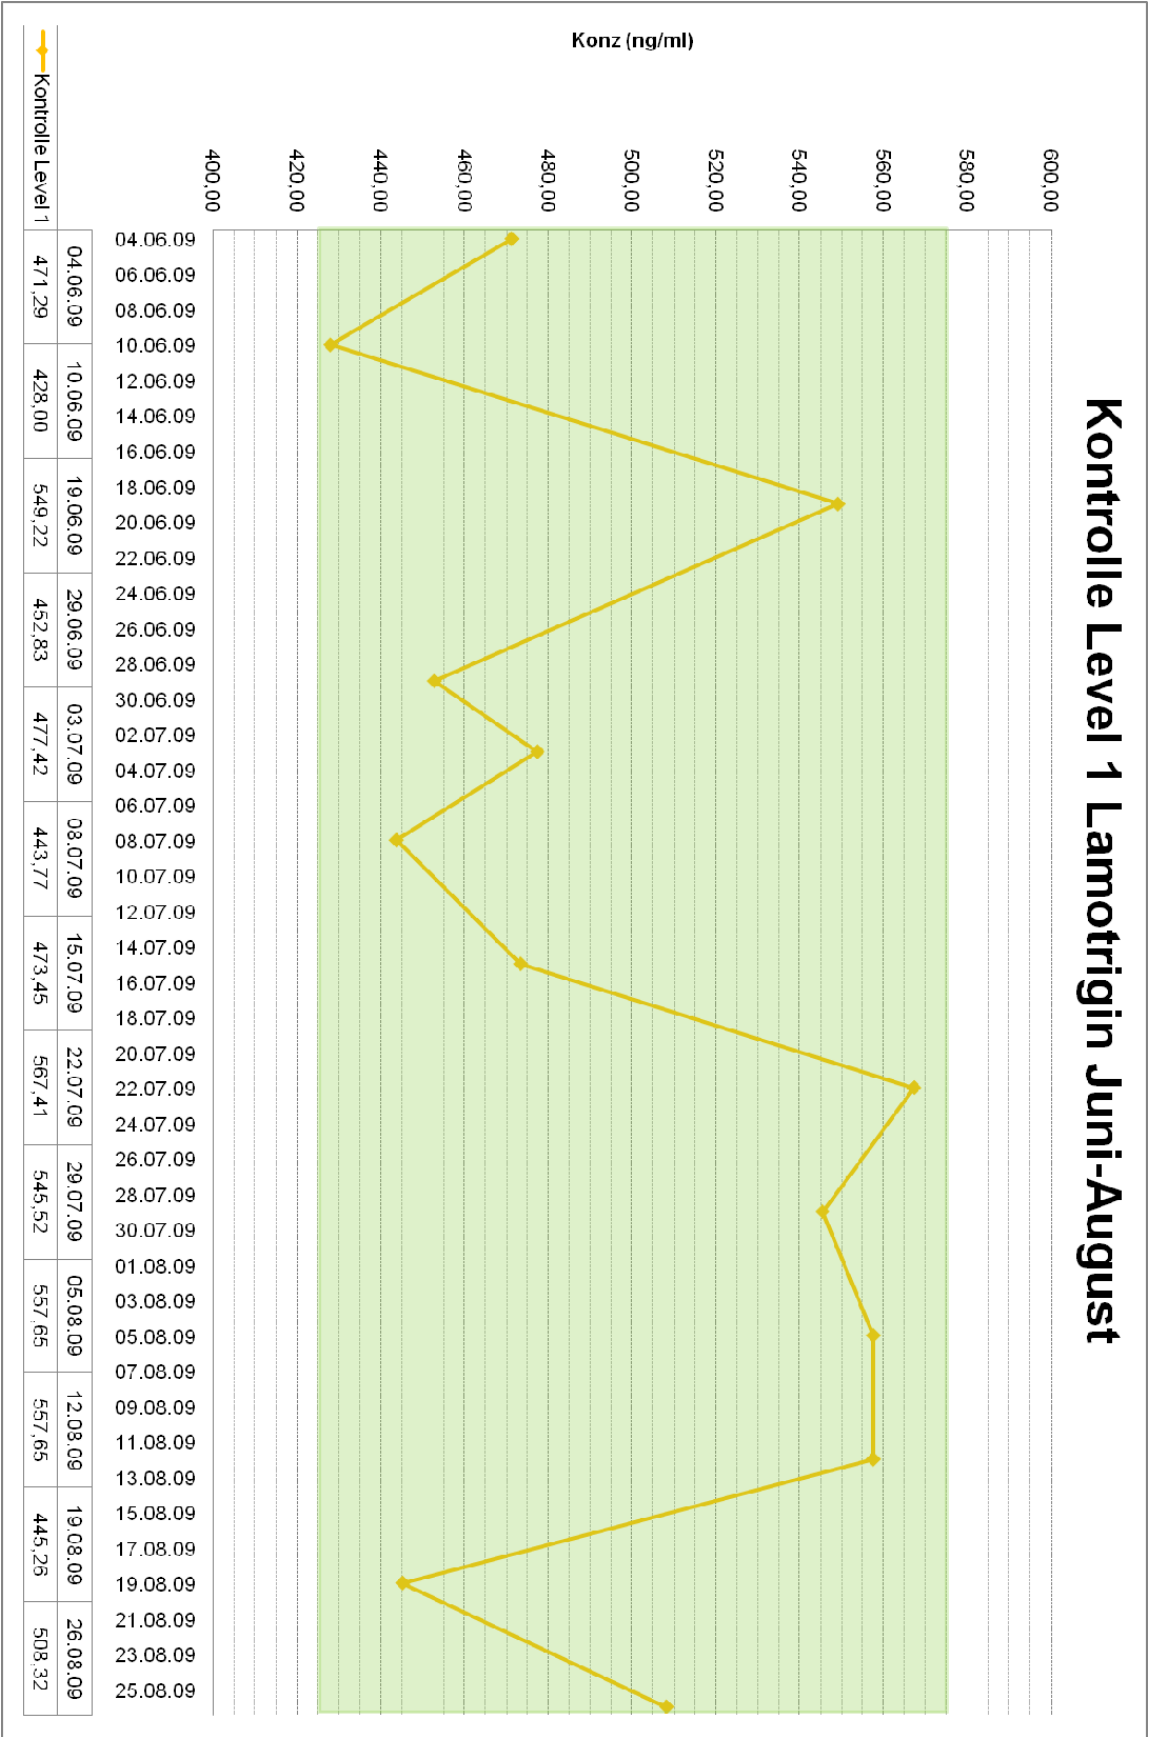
Kontrolle Level 1 Lamotrigin Juni-August (TDM 1a)
